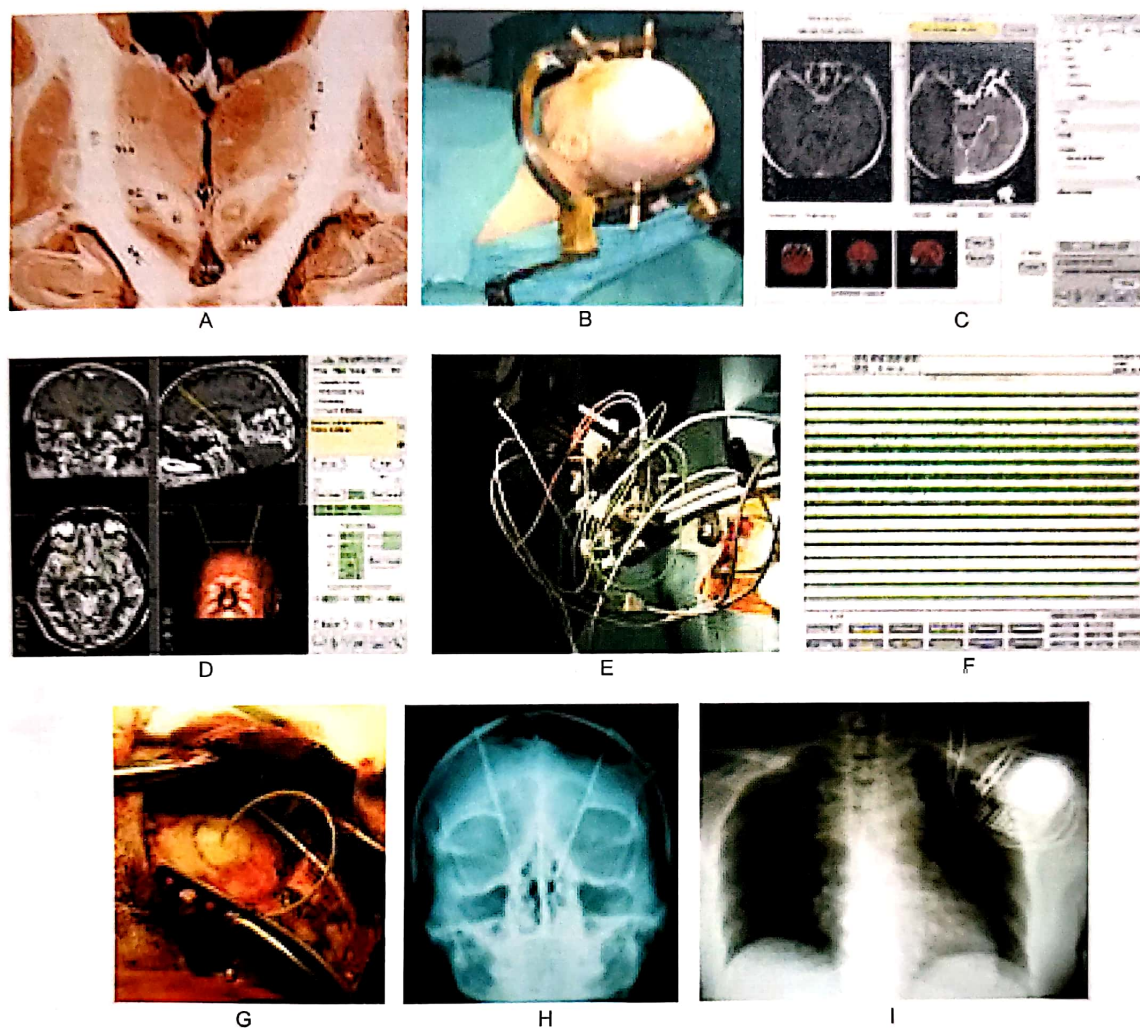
Stimularea cerebrală profundă a nucleului subtalamic⁶. A. Secțiune cerebrală pe piesa anatomică în plan coronar. B. Dispunerea bolnavului în cadrul stereotactic Leibinger. C. Suprapunerea imaginilor RM și CT cerebral cu cadru stereotactic folosind „auto-merge” a Stealth Station Medtronic. D. Determinarea țintei calculate pe baza datelor neuroradiologice, a punctului de intrare, cât și a traiectoriei. E. Așezarea pe cadrul stereotactic a microdrive-ului, a microelectrozilor pentru înregistrare și stimulare. F. Definirea țintei fiziologice folosind softul Leadpoint Medtronic. G. Dispunerea macroelectrodului cvadripolar Medtronic și fixarea lui. H-I. Rx de control demonstrând poziționarea macroelectrozilor, a extensilor cablurilor, precum și a neurogeneratorului.
